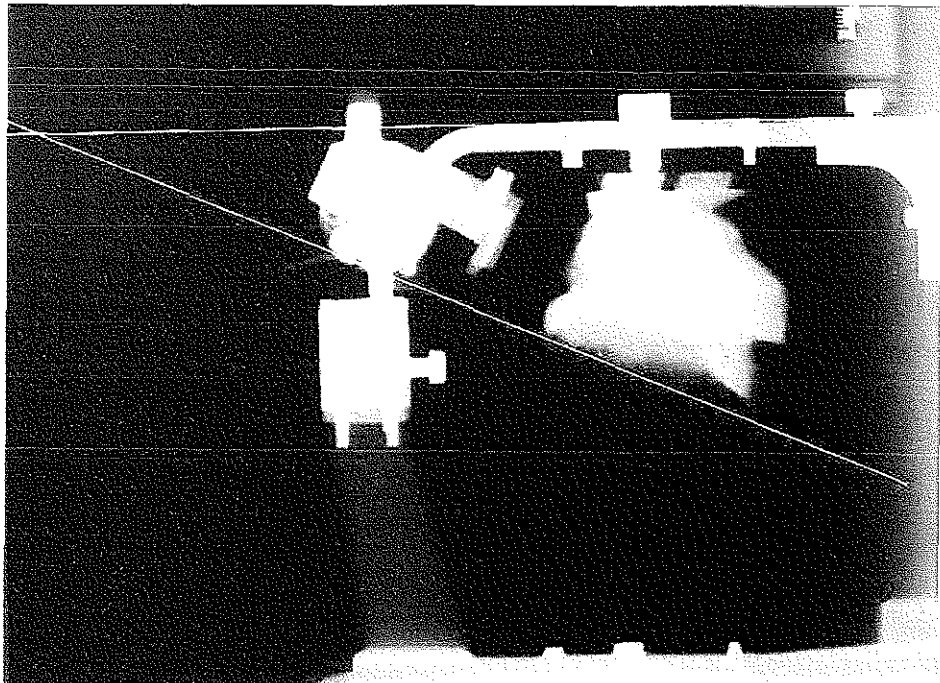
Radiografía del modelo maxilar de uno de los sujetos de estudio, montado en el articulador Denar Mark II, con los trazos que corresponden al plano horizontal del articulador (PH) y el plano oclusal del modelo (POM).
